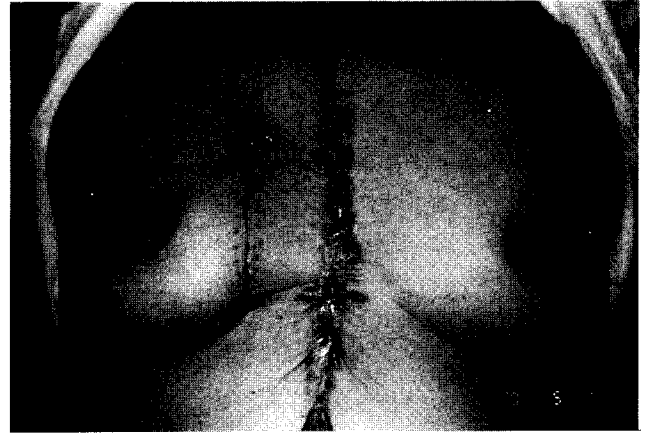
The right parasternal wound next to the previous sternotomy scar.
